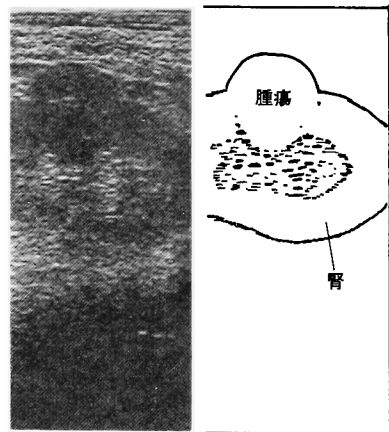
Renal cell carcinoma : Ultrasonogram reveals a hypoechoic renal mass.
